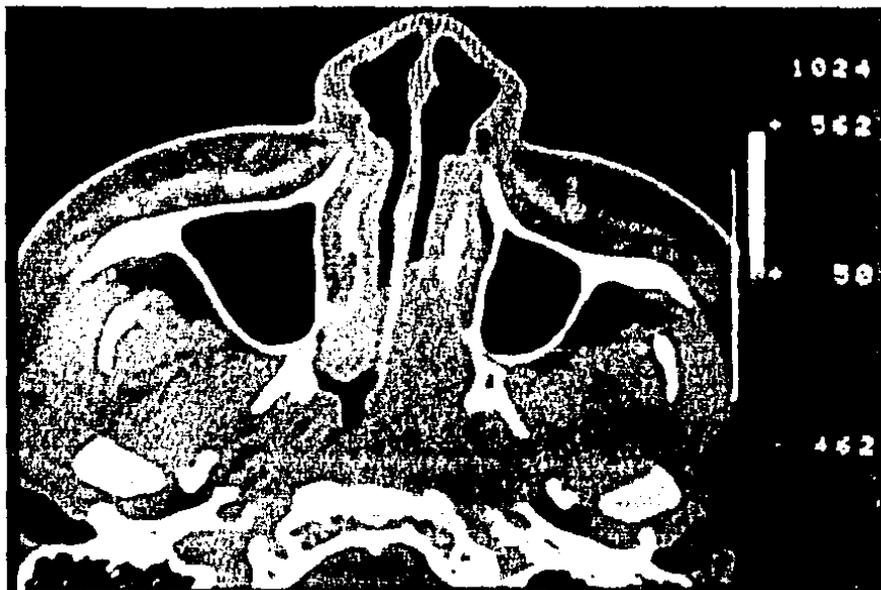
La Tomografía computarizada muestra opacidad de fosa nasal derecha, así como espacio nasofaríngeo.
